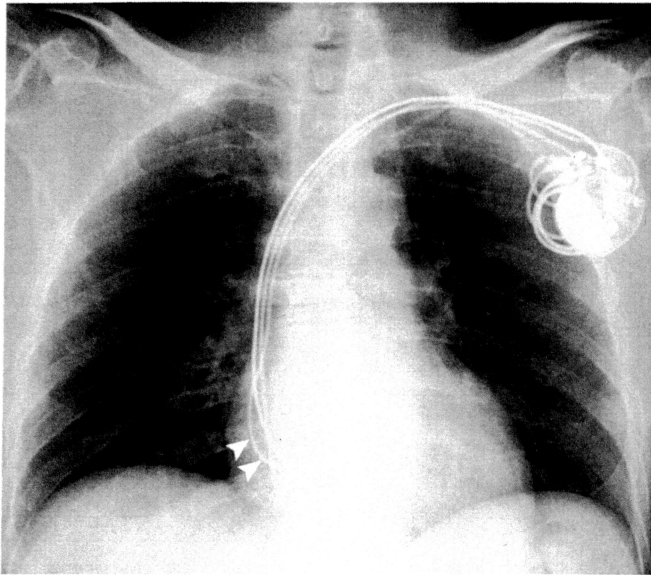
胸部X線写真(左:臥位,前-後像,右:臥位,右-左像)
